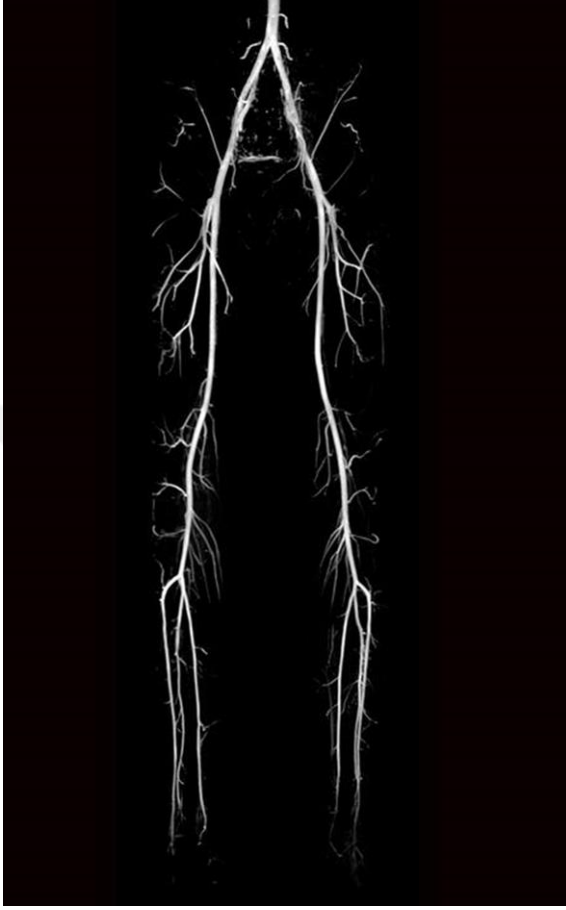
B. Periferik Bilgisayarlı Tomografi anjio (86)
